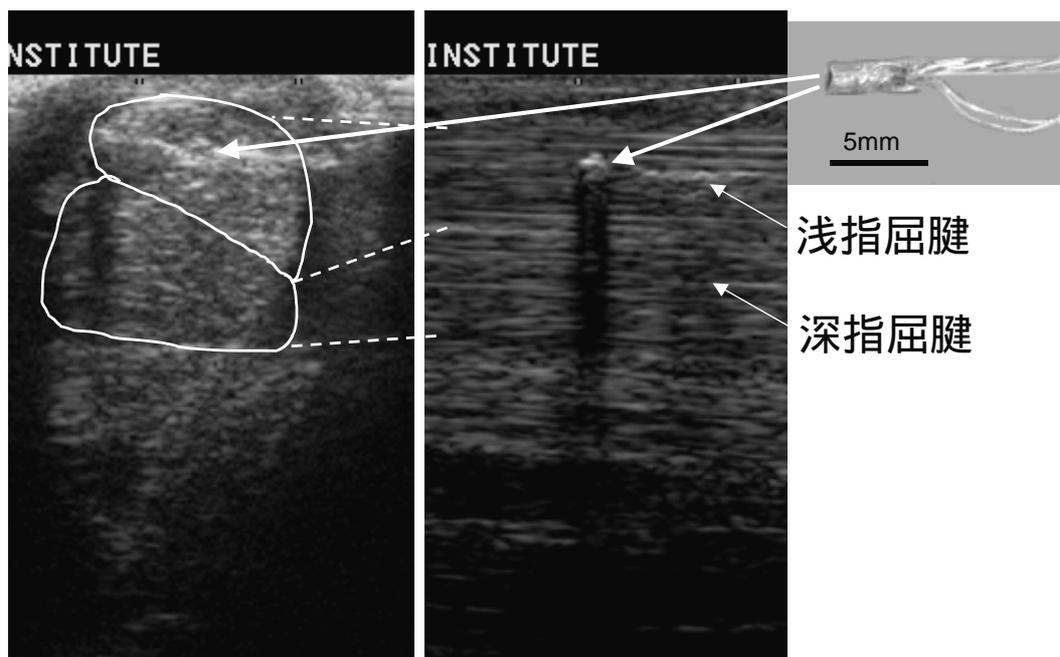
センサーが挿入された浅指屈腱超音波像(左:横断、中央:縦断)および挿入された関節鏡挿入型フォースプローブ(AIFP)(右)
